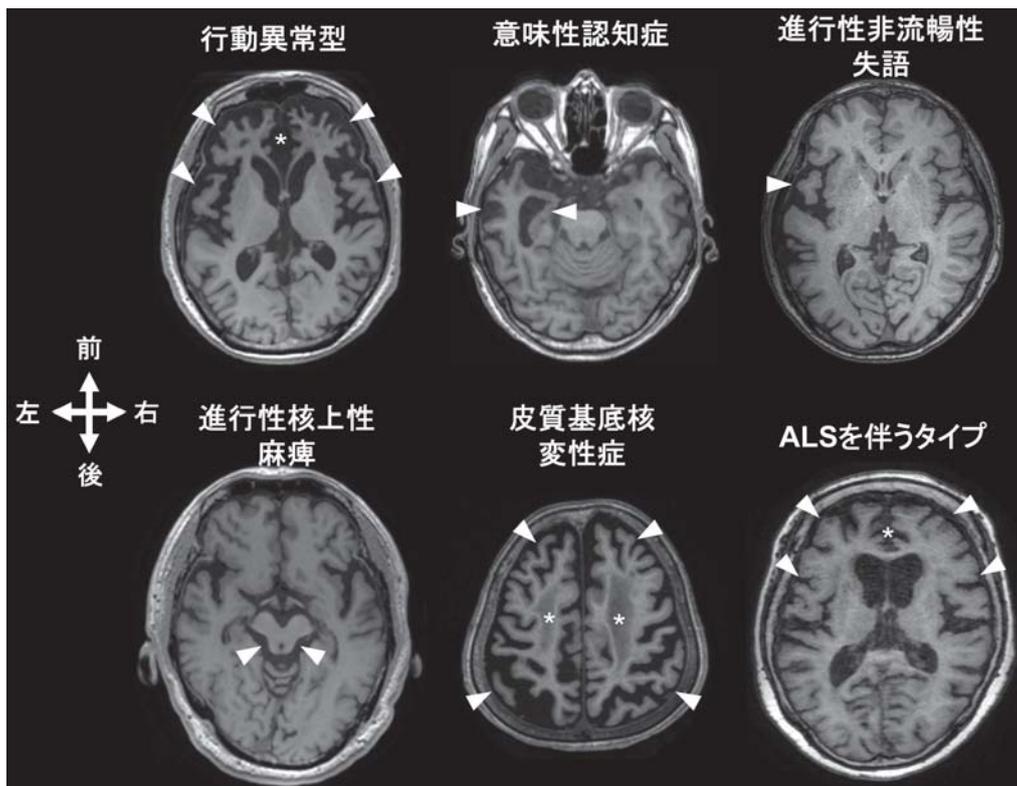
前頭側頭葉変性症の各タイプにおける典型的なMRI画像(水平断面)。
